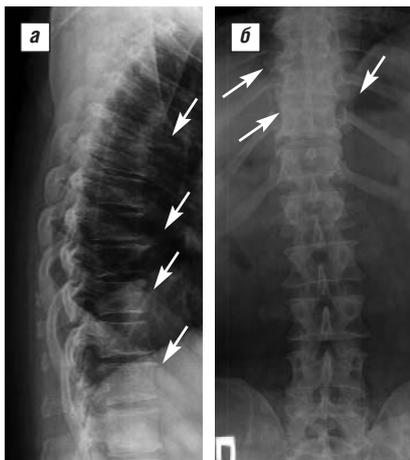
Рентгенограммы грудного отдела позвоночника больного К. Кифоз выпрямлен, деформация тел позвонков по типу передних клиновидных, остеофиты. а – боковая проекция; б – прямая проекция
